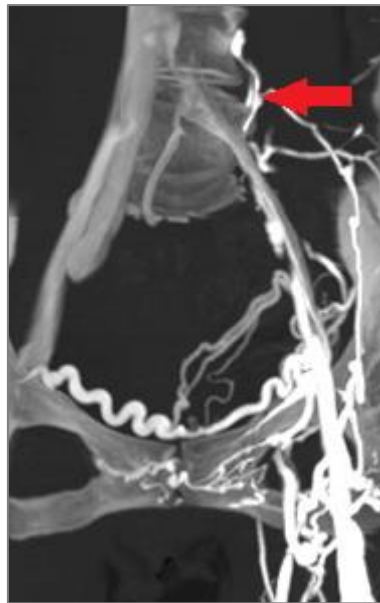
Imatge de tomografia computeritzada venosa en pacient amb SPT. S'observa oclusió completa de la vena ilíaca comú esquerra (fletxa) amb trombosi parcial de la vena ilíaca externa esquerra. Destaca la presència de circulació venosa col·lateral al voltant de l'àrea de trombosi com a forma de compensació.
